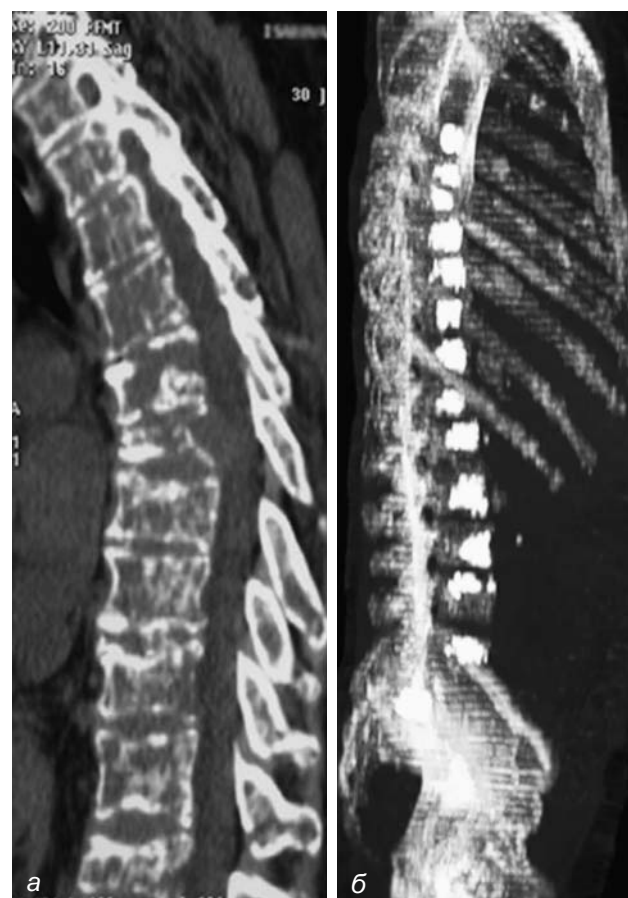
а – Компьютерная томограмма позвоночника до операции. Тотальное поражение позвоночника с наличием множественных очагов литической деструкции и патологических переломов тел позвонков; б – Компьютерная томограмма с трехмерной реконструкцией после вертебропластики T5-S2 позвонков, отмечается заполнение пластическим материалом литических зон в телах T5-S2 позвонков.
